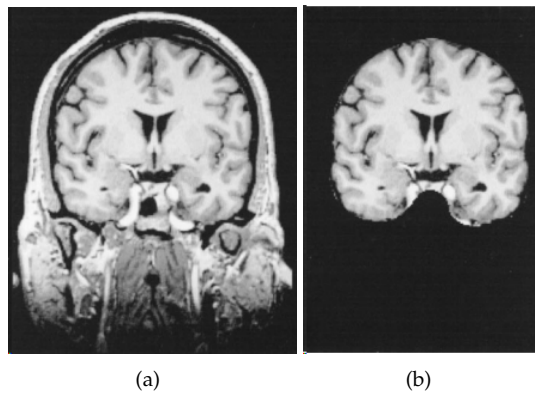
MRIs (a) con tejido extracerebral y (b) MRI con únicamente tejido cerebral. Fuente: [Dale et al., 1999]
